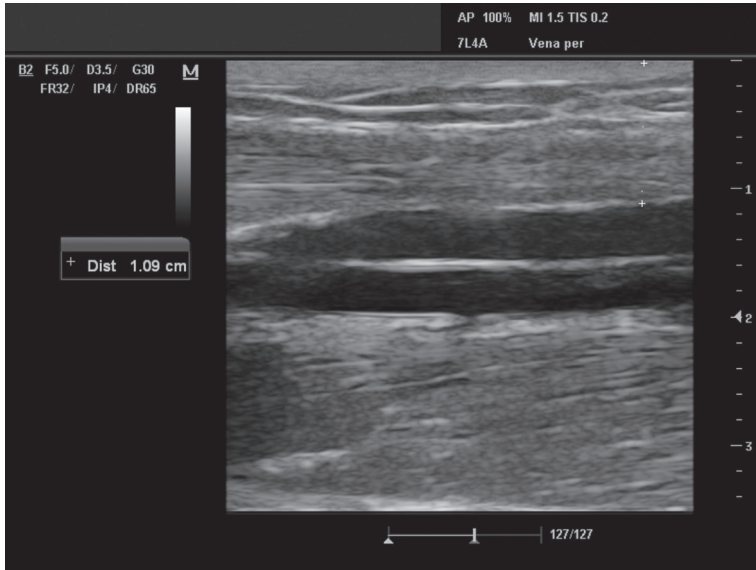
A: cálculo do calibre da veia cefálica no plano transversal. Observam-se as marcas (+ y x) com que o ultrassonógrafo calcula os diâmetros do lúmen. Calibres menores que 0,3 cm estão associados a menor porcentagem de êxito. B: cálculo da distância à superfície da veia cefálica no eixo transversal. Observam-se as marcas (+) com que o ultrassonógrafo calcula a distância em centímetros. Distâncias maiores que 1,6 cm da superfície estão associadas a resultados insatisfatórios.
